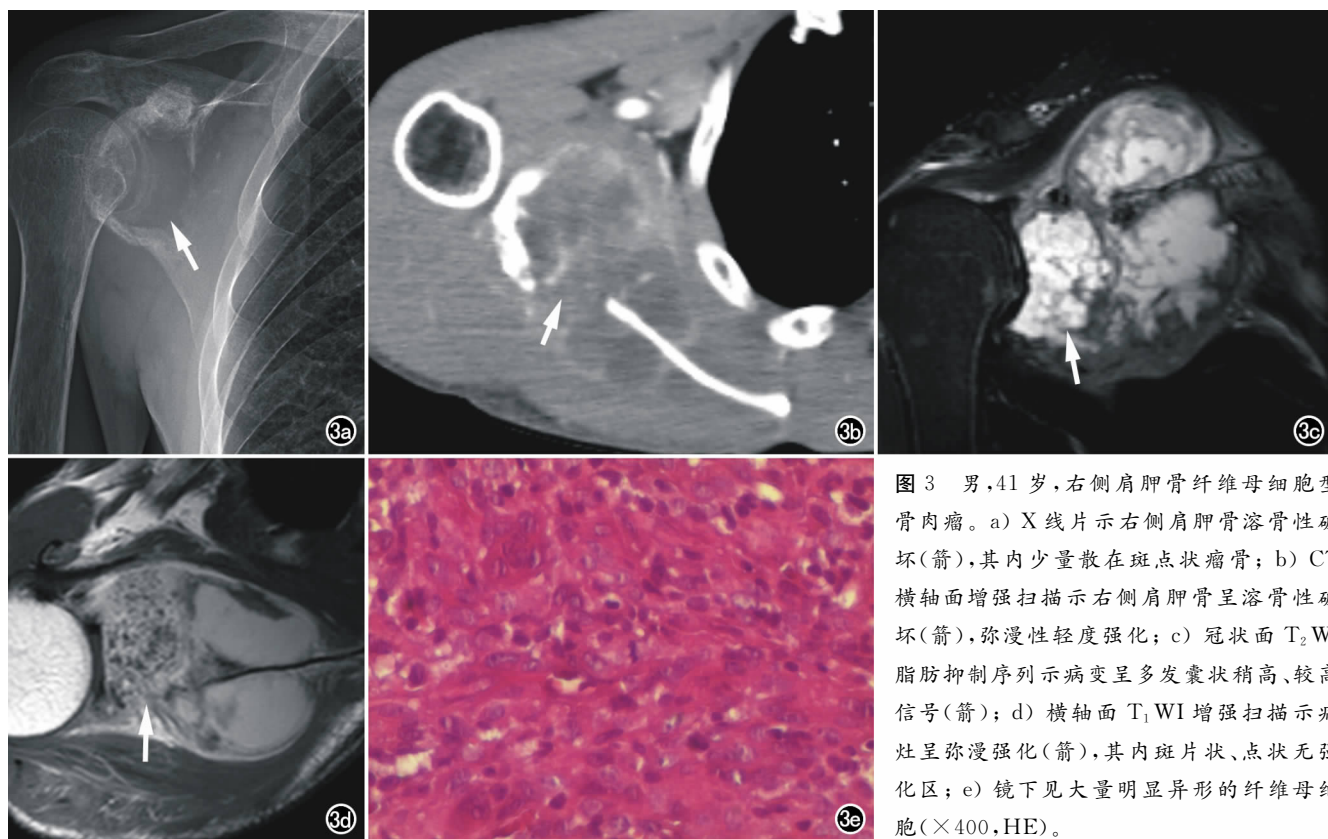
男,41岁,右侧肩胛骨纤维母细胞型骨肉瘤。a) X线片示右侧肩胛骨溶骨性破坏(箭),其内少量散在斑点状瘤骨; b) CT横轴面增强扫描示右侧肩胛骨呈溶骨性破坏(箭),弥漫性轻度强化; c) 冠状面 T_2 WI脂肪抑制序列示病变呈多发囊状稍高、较高信号(箭); d) 横轴面 T_1 WI增强扫描示病灶呈弥漫强化(箭),其内斑片状、点状无强化区; e) 镜下见大量明显异形的纤维母细胞($\times 400$, HE)。
